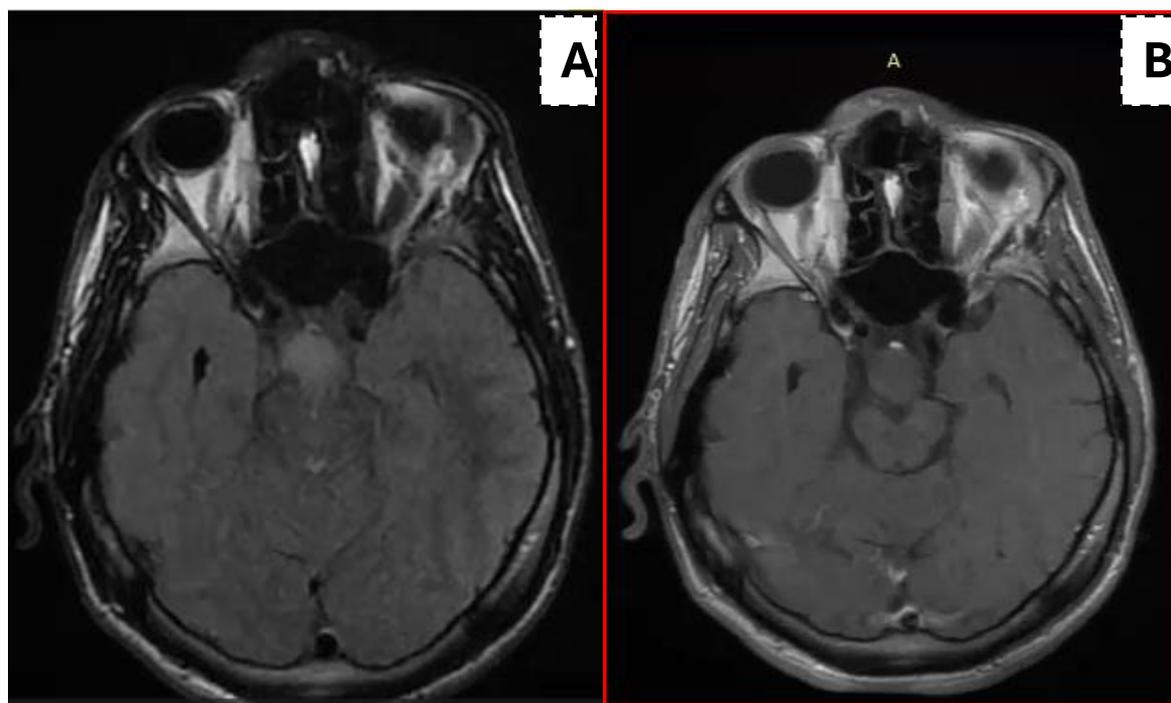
IRM cérébrale montrant un processus intra axial au dépend de l'hypothalamus, homogène en hypersignal T2/FLAIR (A) non modifié après injection de produit de contraste (B), mesure 16x15x20 mm en faveur d'un hamartome hypothalamique.
